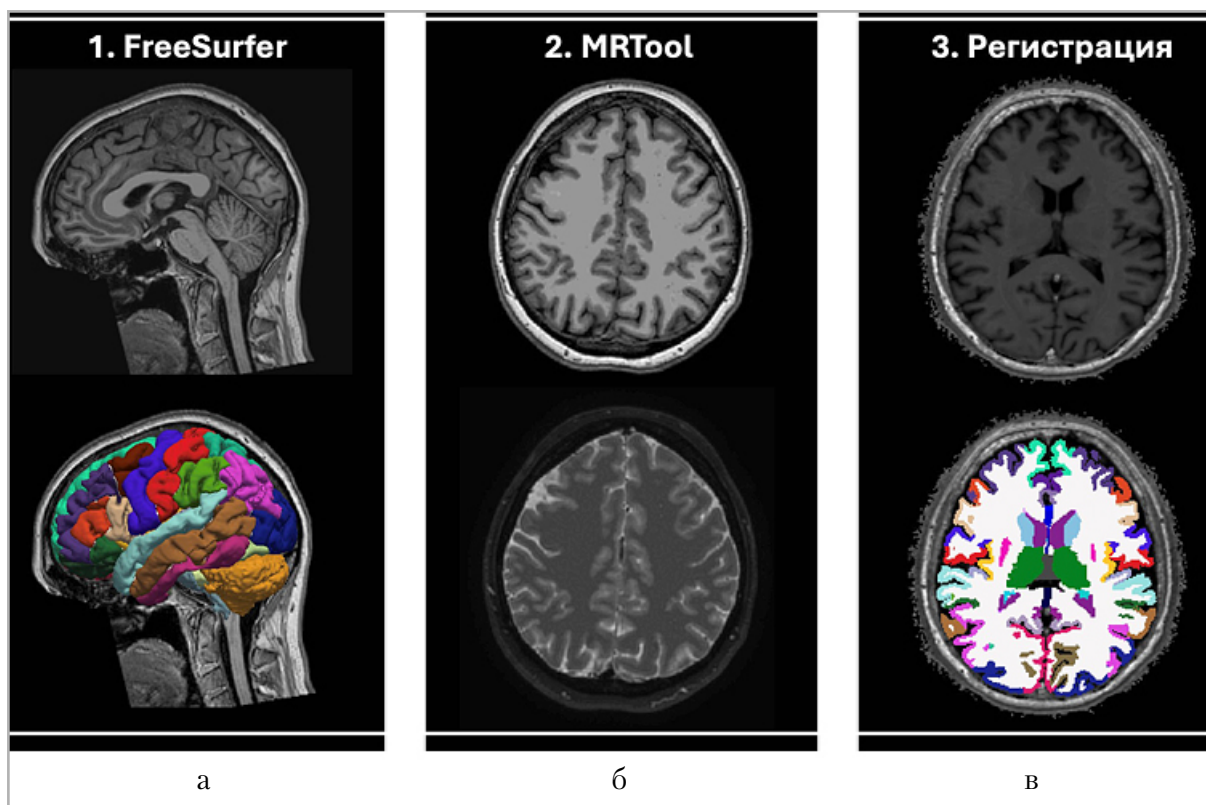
Иллюстрация постпроцессинга МРТ-изображений: *а* — автоматическая парцелляция коры больших полушарий на основе 3D T1-WI высокого разрешения в программе FreeSurfer v7.2.0; *б* — расчет карт отношения T1w/T2w в пакете MRTool; *в* — регистрация карт отношения T1w/T2w и результатов парцелляции коры с последующим извлечением значений
